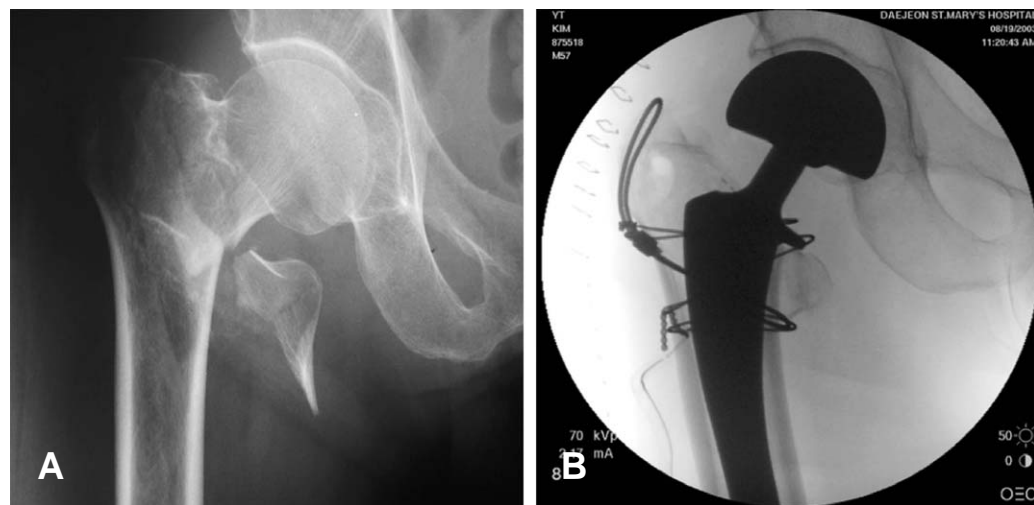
(A, B) Preoperative radiograph (Fig 2-A) and Postoperative radiographs (Fig 2-B) with tension band wiring for reattachment for greater trochanter shows anatomical reduction.
